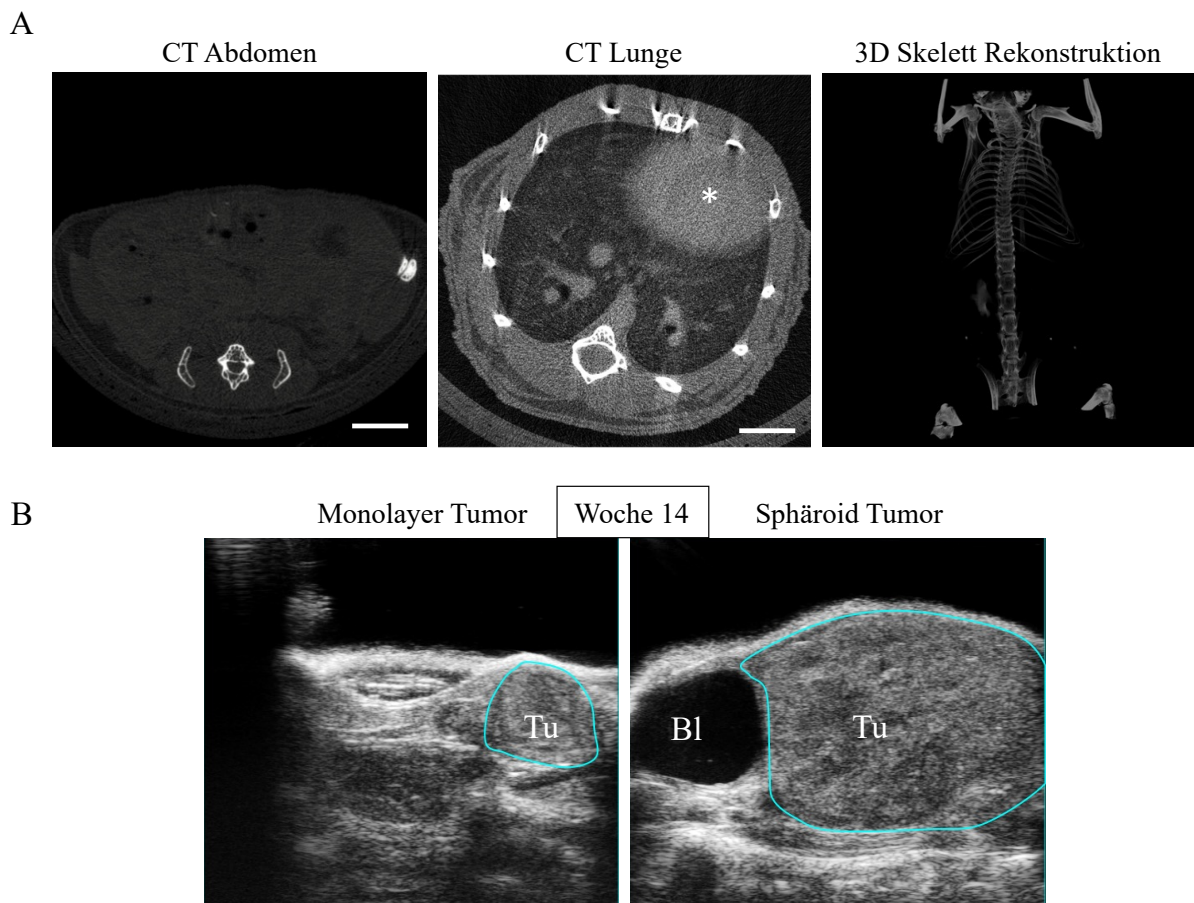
Detektion von Primärtumoren und Metastasen. A) Repräsentative Abdomen- und Lungen μ CT-Querschnittsbilder [113]. Das Herz ist mit einem Sternchen (*) markiert. Repräsentative 3D Skelett Rekonstruktion. Maßstab= 3 mm. B) Exemplarische sonographische Darstellung eines Monolayer Tumors (50 mm^3) und Sphäroid Tumors (700 mm^3) nach 14 Wochen. Zu erkennen ist zudem die gefüllte Harnblase (Bl).
